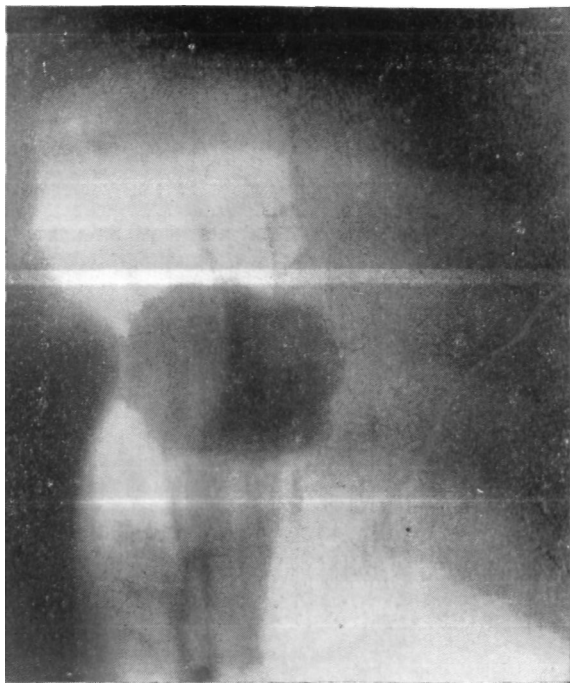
Больной Ж. Томограмма с прямым увеличением (7 см от спины). Опухоль с четкими полициклическими контурами.
